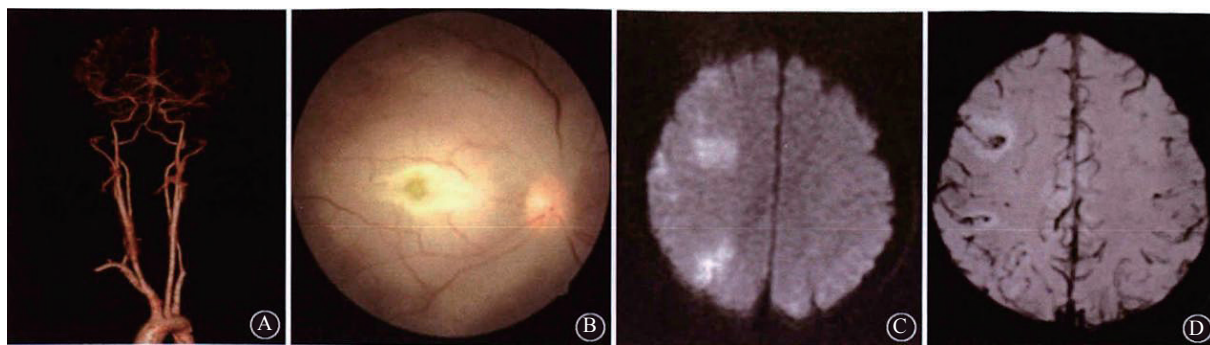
A. 头颅CTA未见颅内大血管闭塞；B. 眼底荧光造影提示网膜动脉细，动脉可见节段性闭塞；C. 头颅MRI提示左侧额顶叶脑梗死；D. 磁敏感加权序列可见左侧额叶出血点
